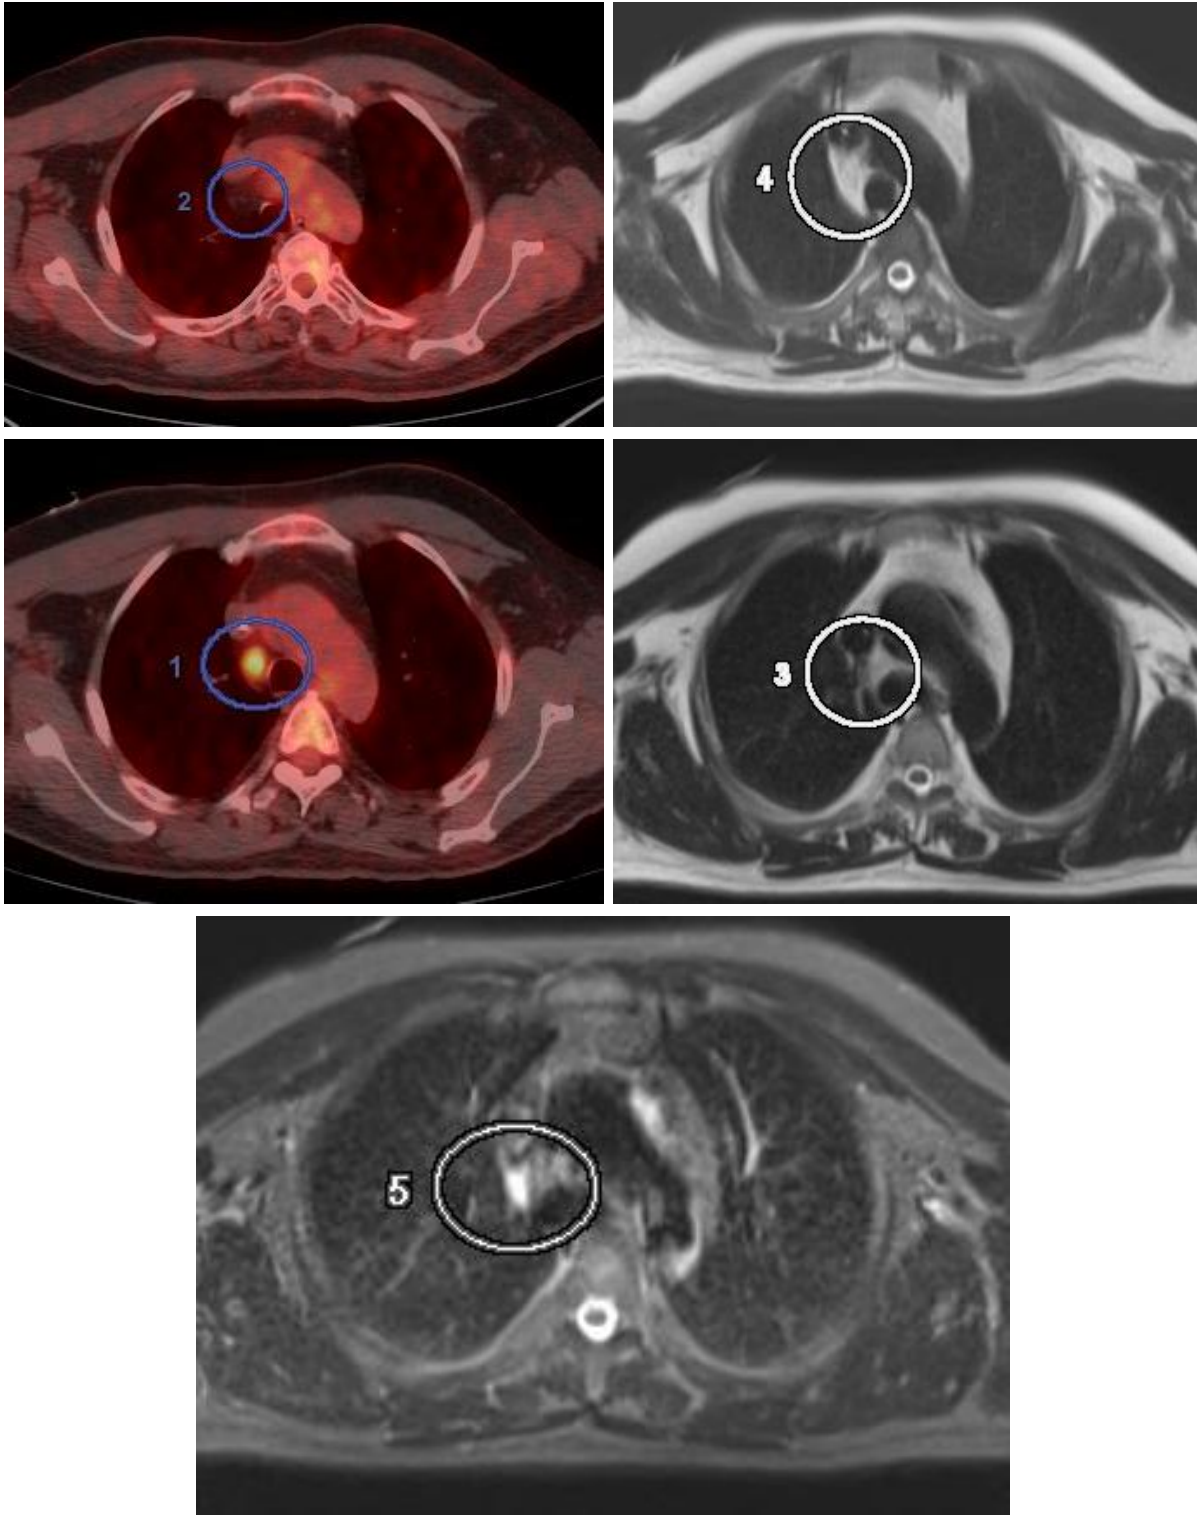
ЛХ, нодулярный склероз 2 типа, 2 ст. ХТ. АВВД. Прогрессирование заболевания в виде появления нового метаболически активного лимфоузла в средостении. 5 баллов по ПЭТ-шкале.
